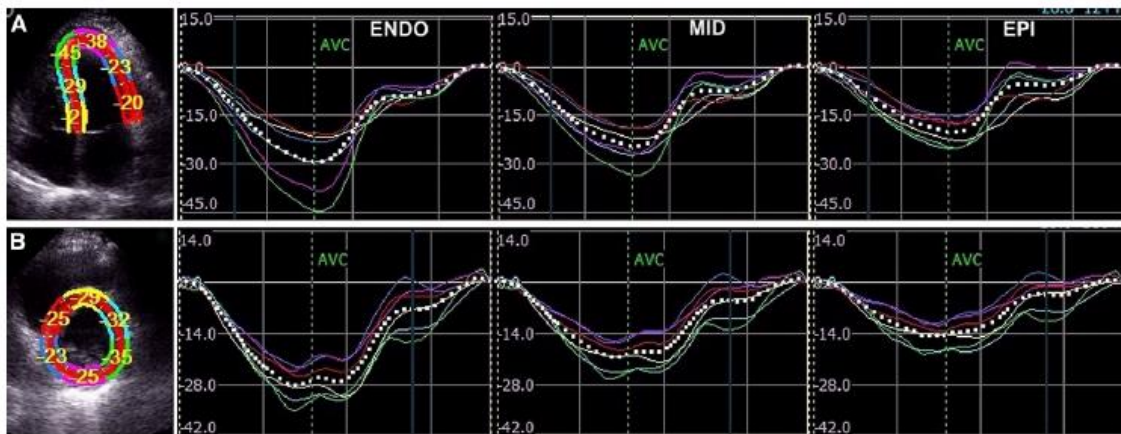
Análise do *strain* longitudinal e circunferencial pela técnica do speckle tracking. A. Demonstra o *strain* longitudinal na janela apical 4 câmaras. B. Demonstra o *strain* circunferencial no eixo curto no nível da válvula mitral
